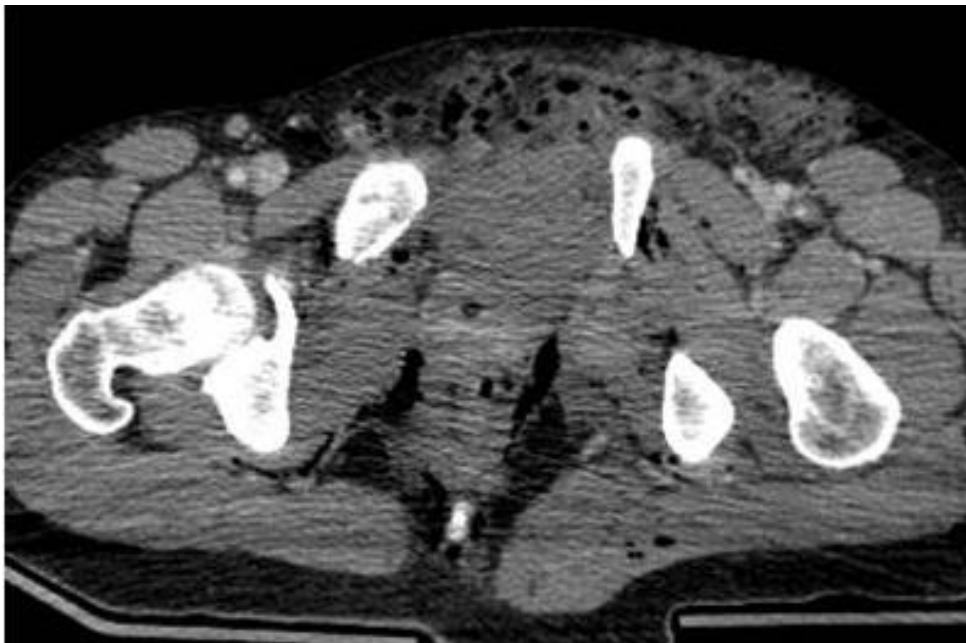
TC con contraste intravenoso dónde se observa gas perirrectal, entre los planos musculares y enfisema subcutáneo, secundario a rotura de recto.
